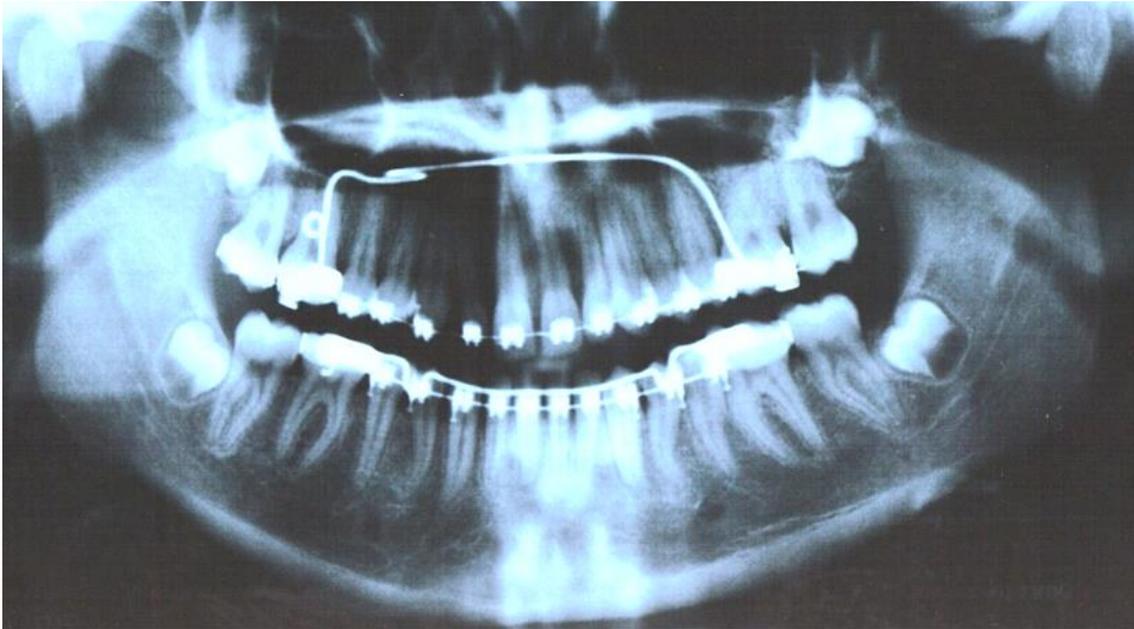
Radiografia panorâmica pós-distalização (dia 03/08/2007).
